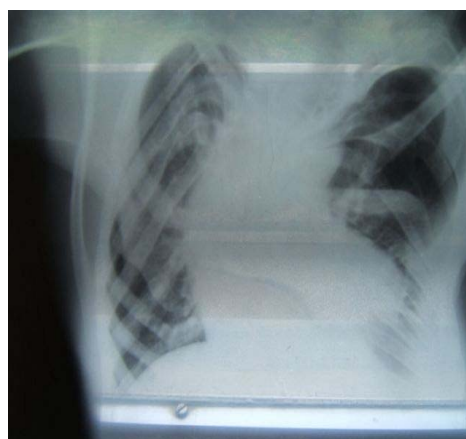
Radiografía de tórax. Muestra la deformidad torácica, así como la presencia de costillas bífidas.
